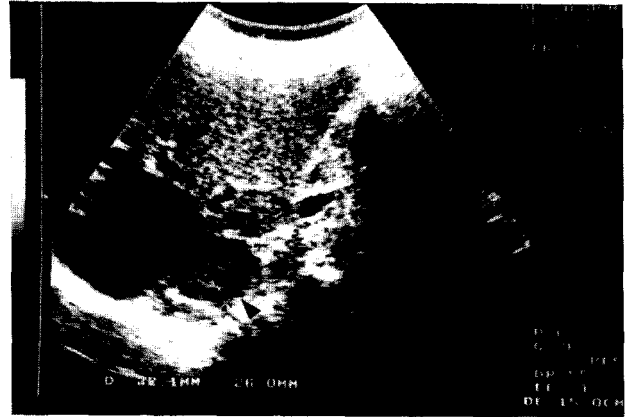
Ecografía suprarrenal.
